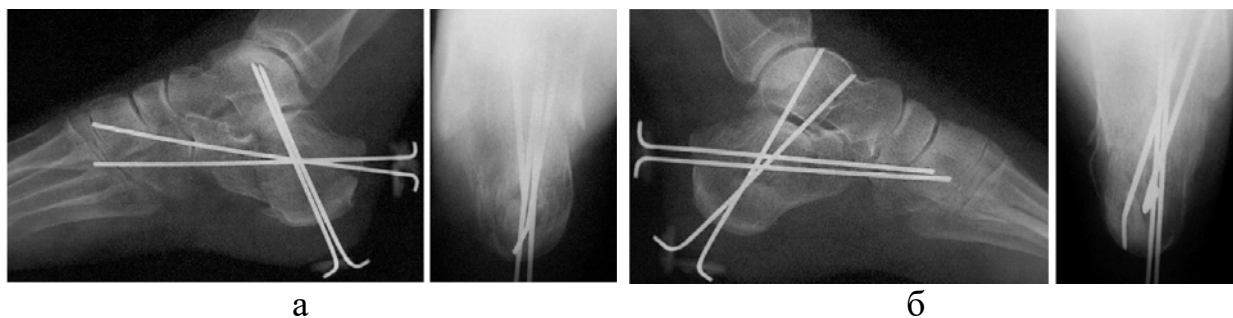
Фотовідбитки контрольних рентгенограм правої (а) і лівої (б) стопи після операції
